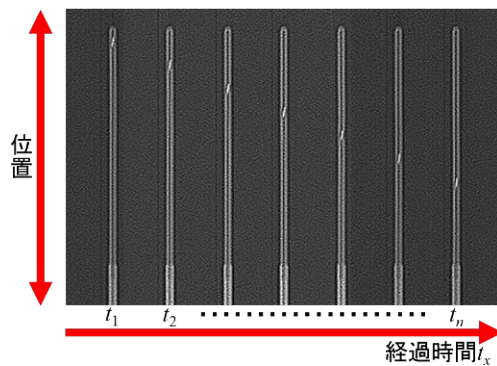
CT より取得したファントム内部の RALS からの線源情報。
